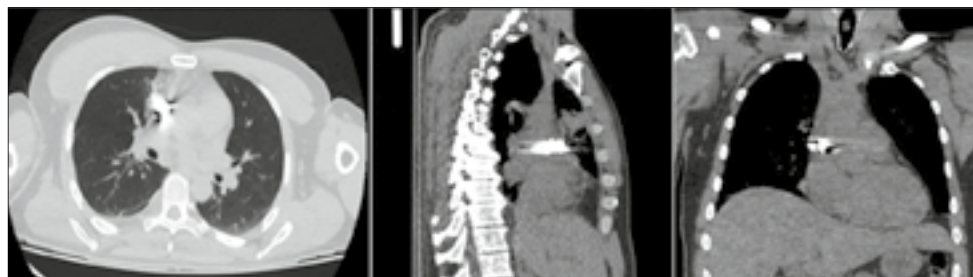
МСКТ грудної клітки з локалізацією осколка у верхній порожнистій вені: стороннє тіло розташоване у проекції середостіння, незначний гемоторакс та гемоперикард, подвійний контур підтверджує дотичність до рухомого об'єкта
